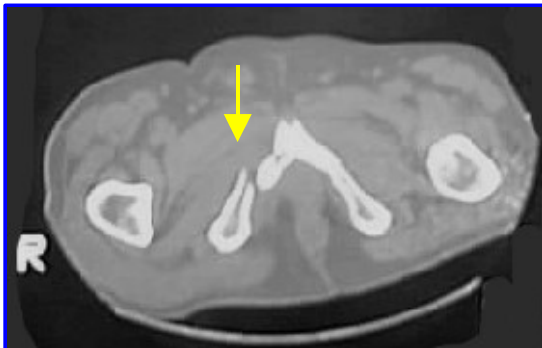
TAC de pelvis. Fractura de la rama isquiopubiana derecha.
